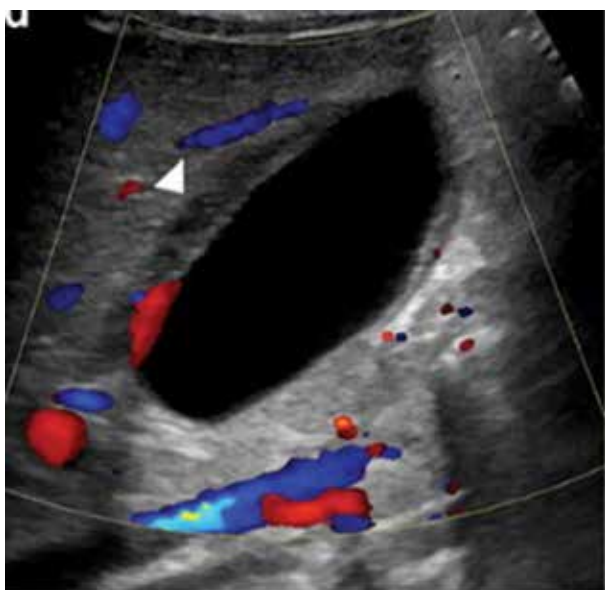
Ultrassonografia de vesícula biliar (corte longitudinal) com análise Doppler, mostrando espessamento da parede da vesícula biliar (ponta de seta).¹⁰
